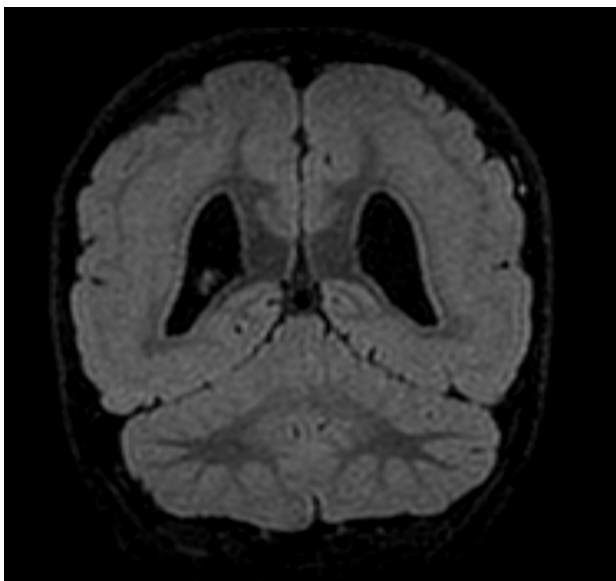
RM T2 en plano axial. Se visualiza una gruesa banda isointensa en la sustancia gris, separada por una fina banda de sustancia blanca, signo de la doble corteza. Se objetiva también un colapso parcial de ambas astas frontales de ventrículos laterales ocasionada por una prominencia de ambos núcleos caudados.
